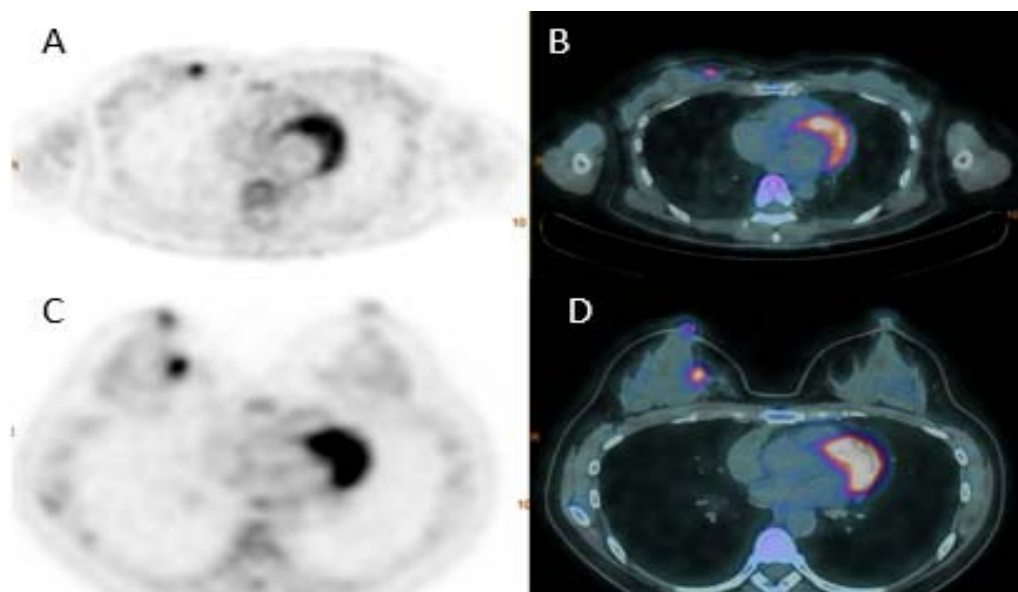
Exame PET/CT com aquisição das imagens em decúbito dorsal. (A-B) e decúbito ventral (C-D) demonstrando área de captação anômala na mama direita, onde observa-se que o posicionamento em decúbito ventral proporciona maior afastamento das estruturas da mama com as áreas adjacentes, permitindo melhor visualização da região a ser estudada.
